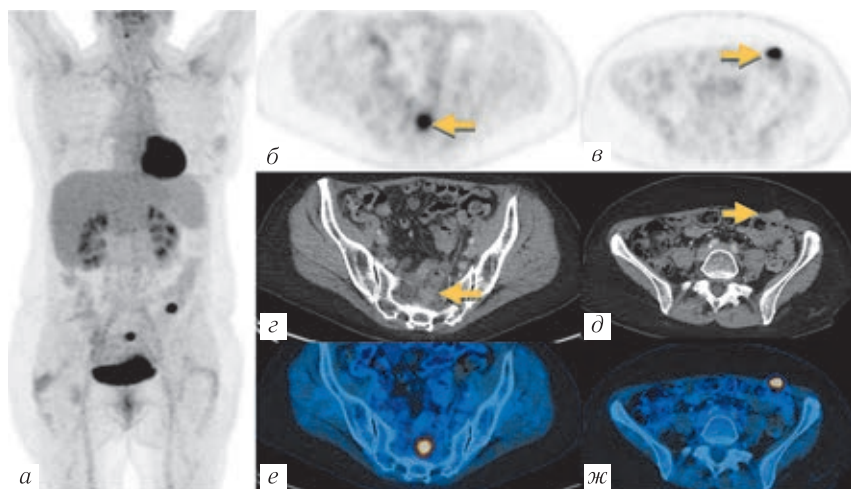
ПЭТ/КТ с  $^{18}\text{F}$ -ФДГ у пациентов после лечения по поводу КРР. При исследовании спустя 4 нед после хирургического лечения в стенке прямой кишки обнаружен очаг гиперметаболизма  $^{18}\text{F}$ -ФДГ без соответствующего патологического субстрата на КТ (красная стрелка), что соответствует послеоперационным изменениям (а). Спустя 2 года после комплексного лечения, у пациента обнаружено повышение сывороточного РЭА. В области анастомоза очаг гиперфиксации  $^{18}\text{F}$ -ФДГ низкой интенсивности (желтая
